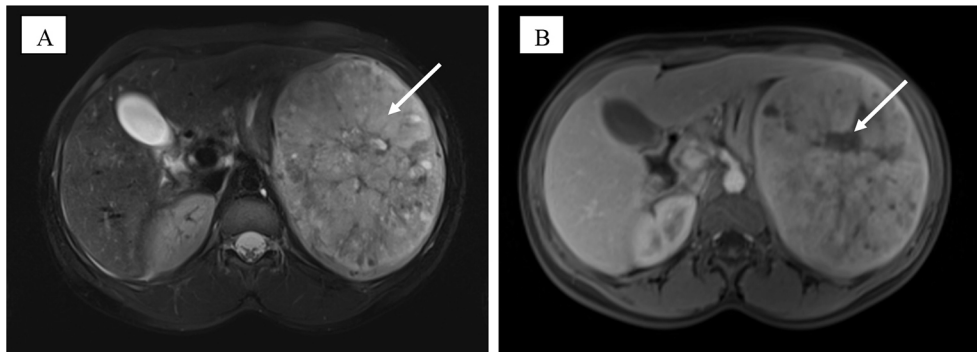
A. Coupe axiale au temps T2 de l'imagerie par résonance magnétique (IRM) avec injection de produit de contraste : hypersignal hétérogène avec un intense rehaussement central (flèche) lors de l'injection de produit de contraste. B. Coupe axiale au temps T2 de l'imagerie par résonance magnétique (IRM) : aspect en hypersignal hétérogène de l'hamartome splénique (flèche)
